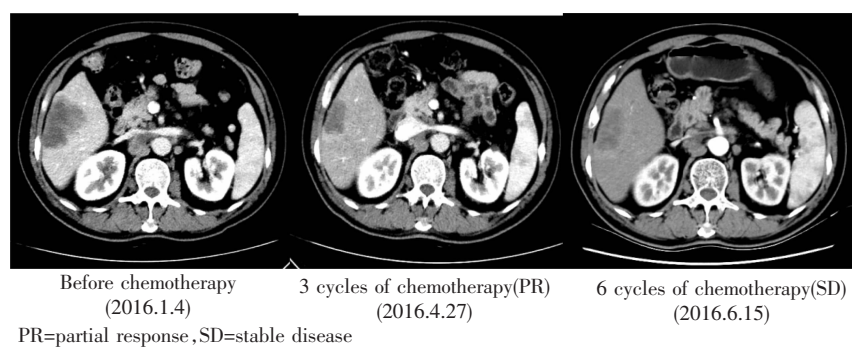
Abdomen CT features before and after GEMOX regimen chemotherapy
